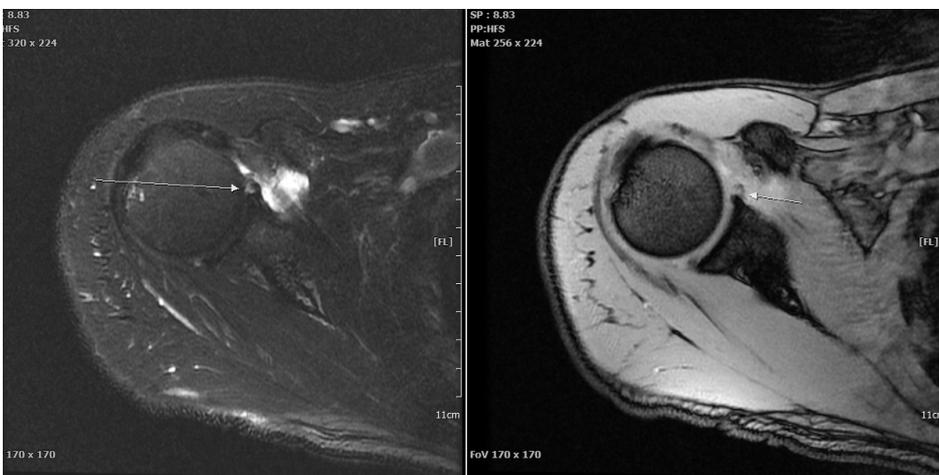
Axial view of Rt. Shoulder MRI (SLAP lesion).
